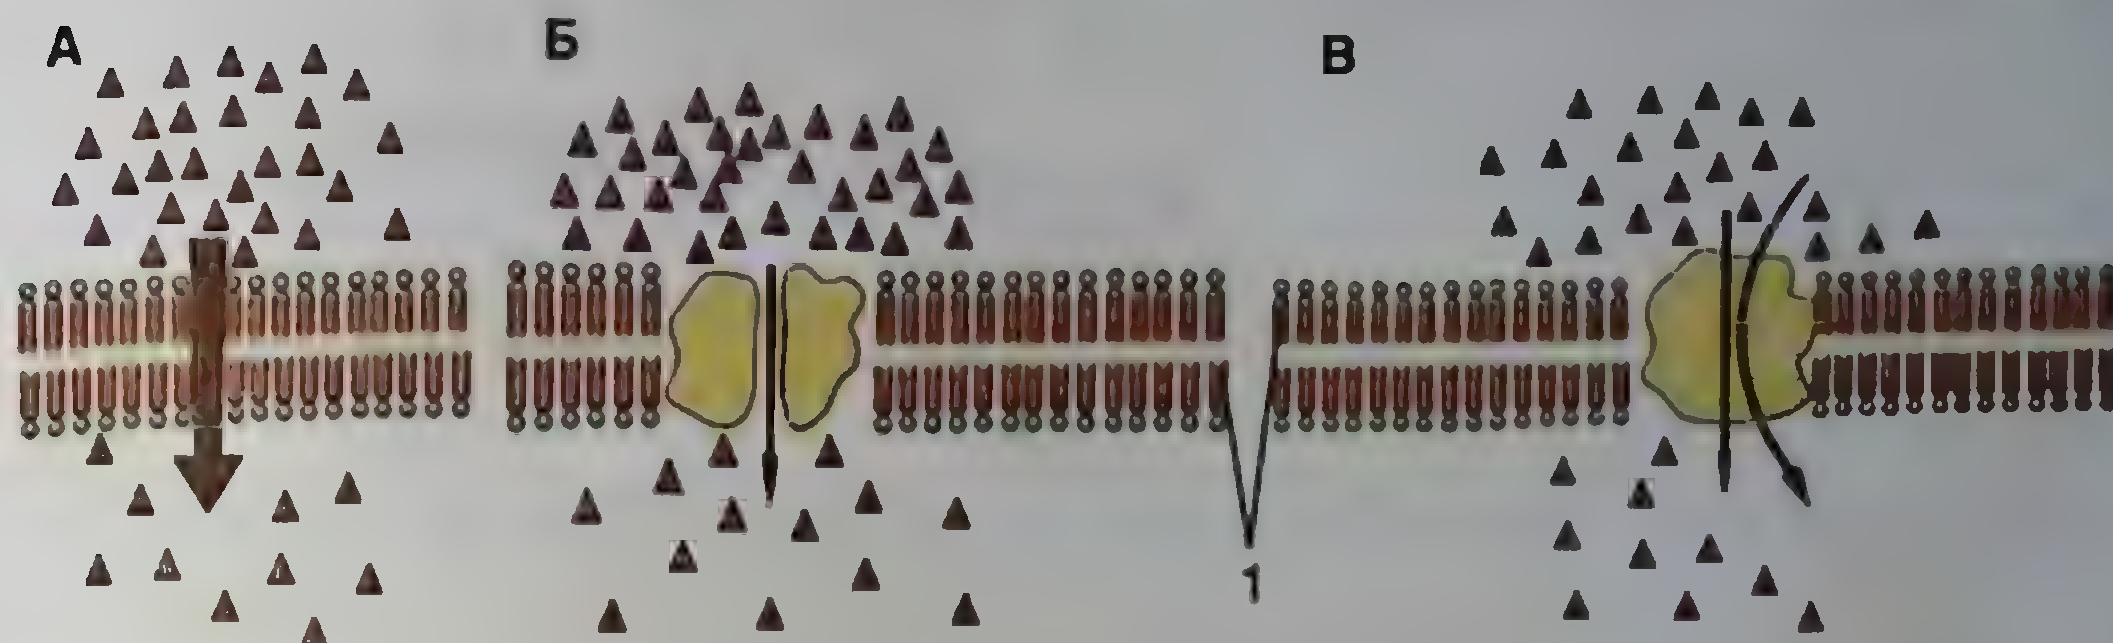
Транспорт веществ через клеточную мембрану: А — простая диффузия; Б — облегченная диффузия; В — активный транспорт: 1 — мембрана
